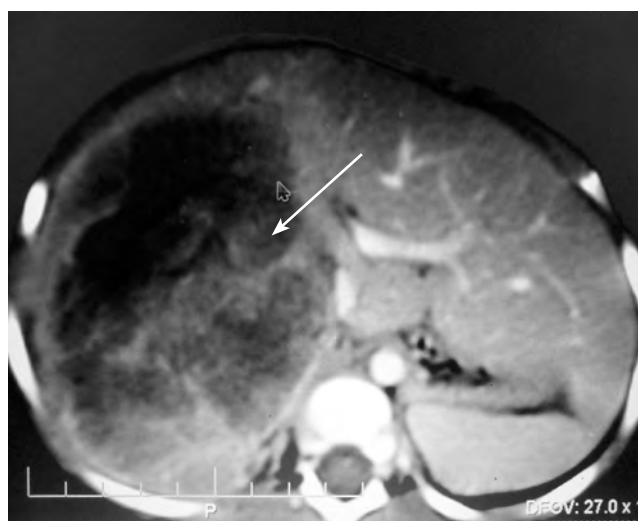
Опухоль малого таза. Метастаз в печень больших размеров, КТ
